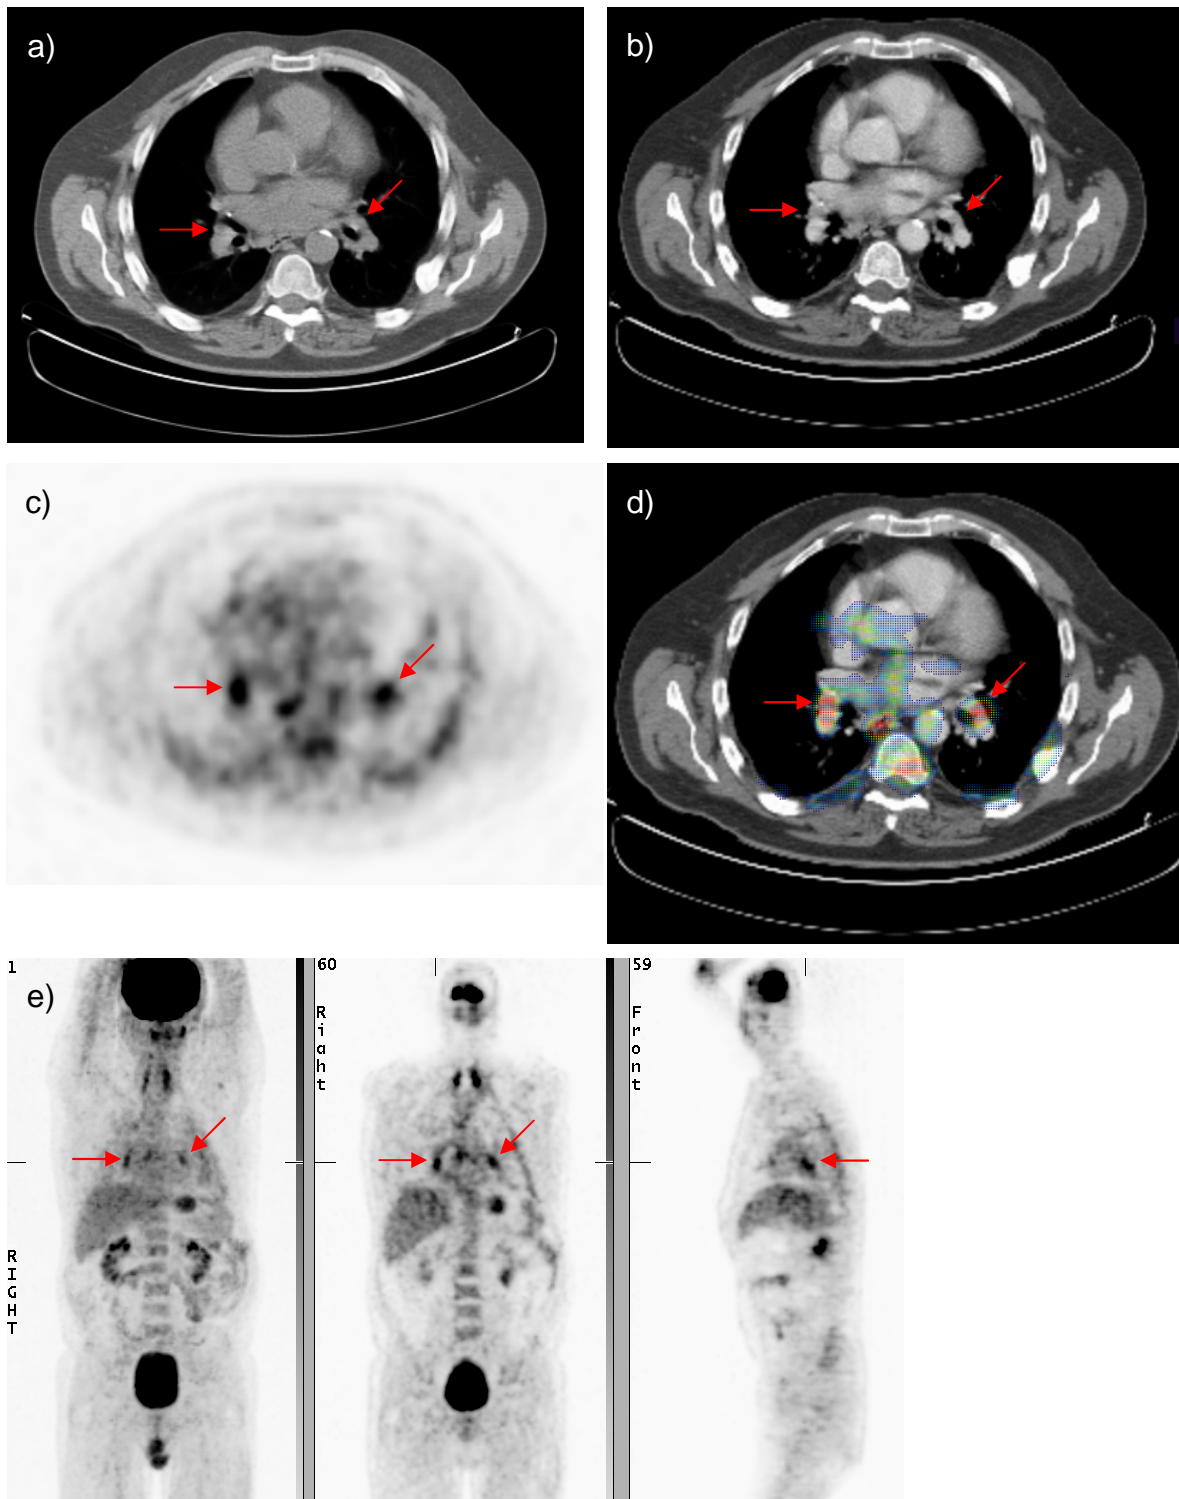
Falsch-positiver Befund in der PET/CT, 57-jähriger Patient
